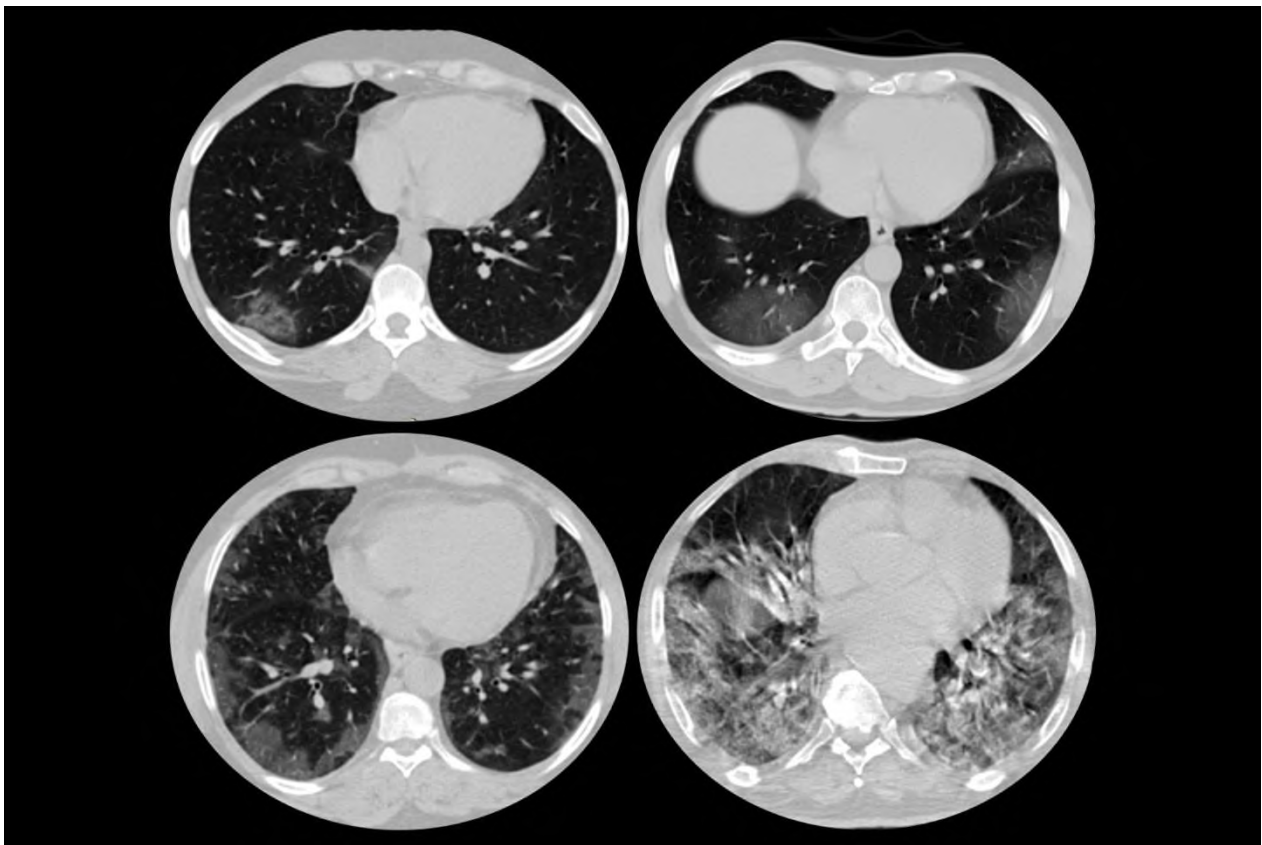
Изменения на КТ легких характерные для COVID-19 (www.radiopedia.org).
